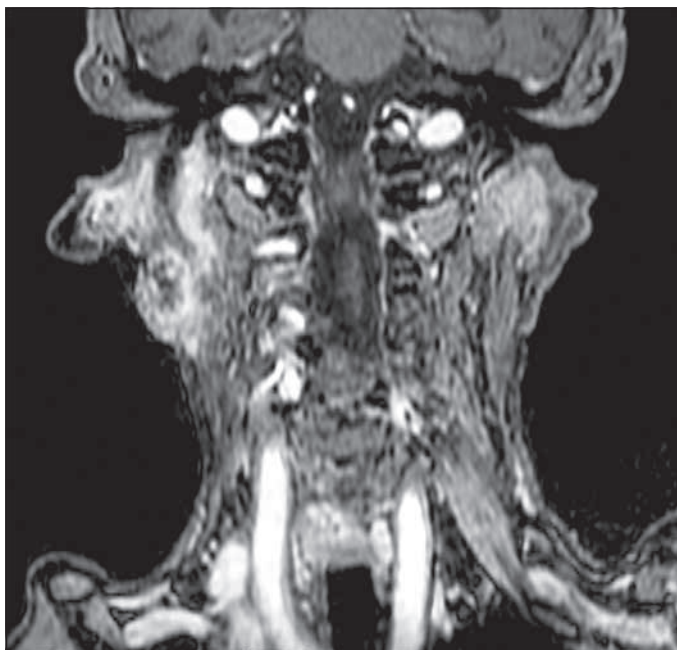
RMN infiltrazione nervo.
